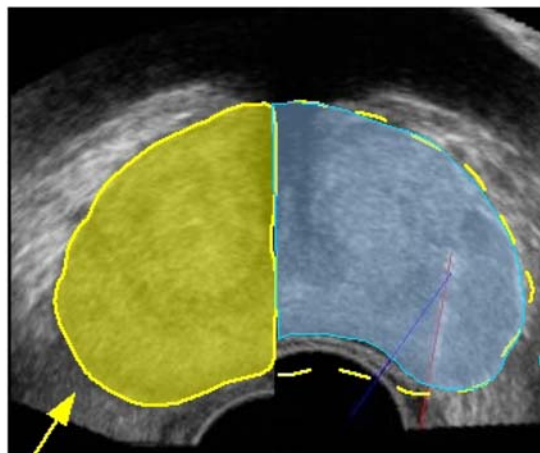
Déformation de la prostate entre deux biopsies. Deux volumes échographiques ont été recalés. En jaune : première biopsie. En bleu : seconde biopsies. On voit bien sur la paroi postérieure que la déformation est importante (d'après [77]).
